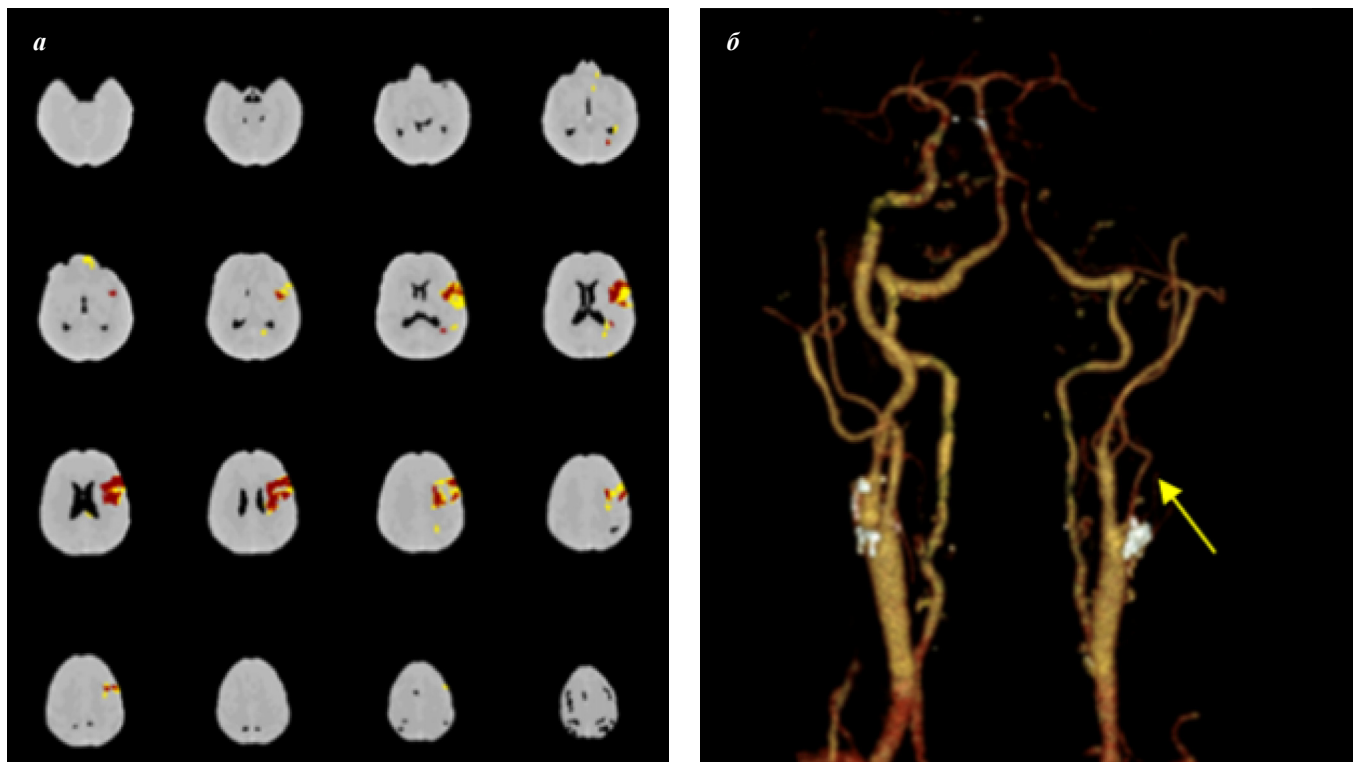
Параметры обсчета перфузионной КТ пациента (а) с изображением объема ядра (красный цвет) и пенумбры (желтый цвет), признаки окклюзии левой ВСА (стрелка) по данным КТА (б)
